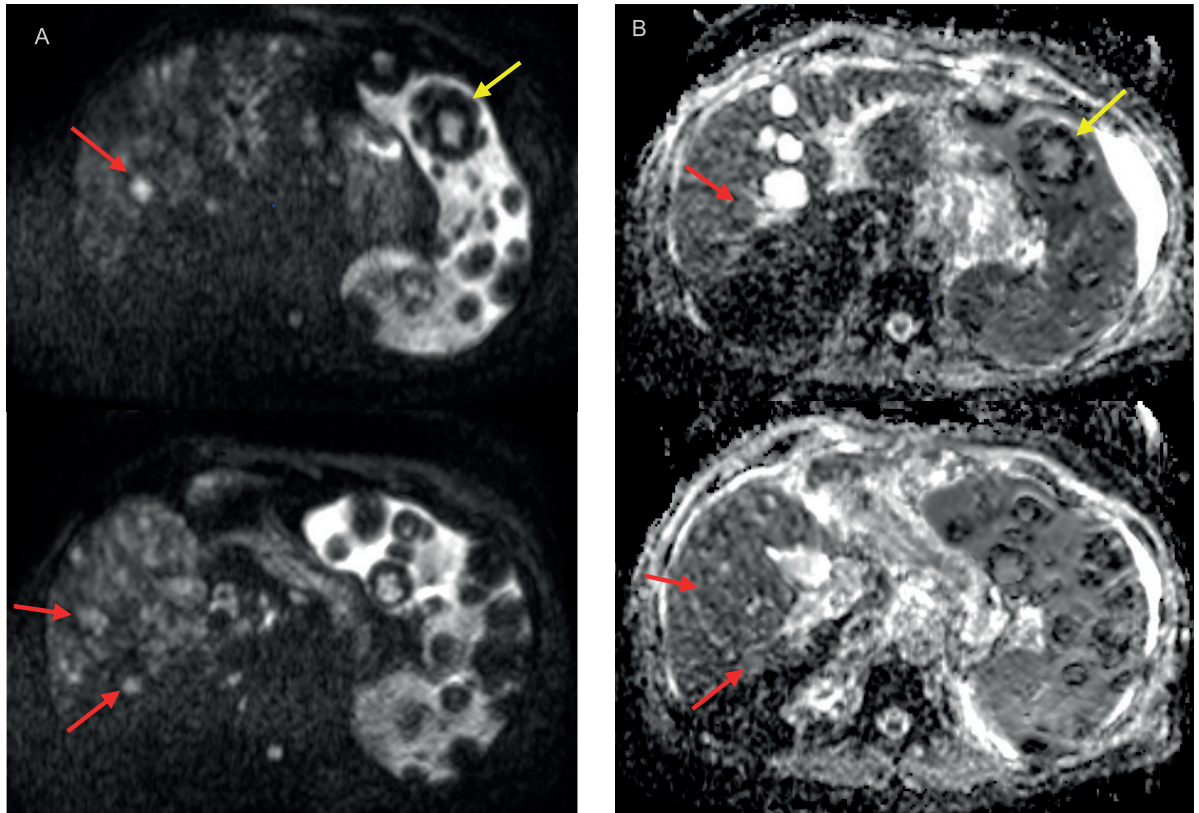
RM d abdomen. A) Secuencias de difusión, se observa como algunas de las imágenes nodulares hepáticas muestran una señal hiperintensa en secuencias de difusión (flechas rojas) y B) Mapa de ADC. Se registra caída de la señal. Las imágenes nodulares esplénicas se muestran hipointensas en ambas secuencias (flechas amarillas).
